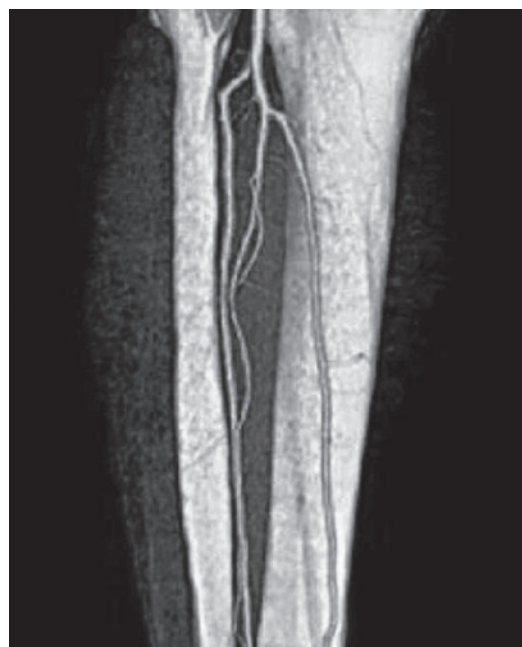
Angiografía por tomografía computarizada de alta resolución en un paciente con circulación arterial normal en la extremidad inferior derecha. Se observan datos de enfermedad oclusiva distal en las arterias tibiales izquierdas (*flecha*).
